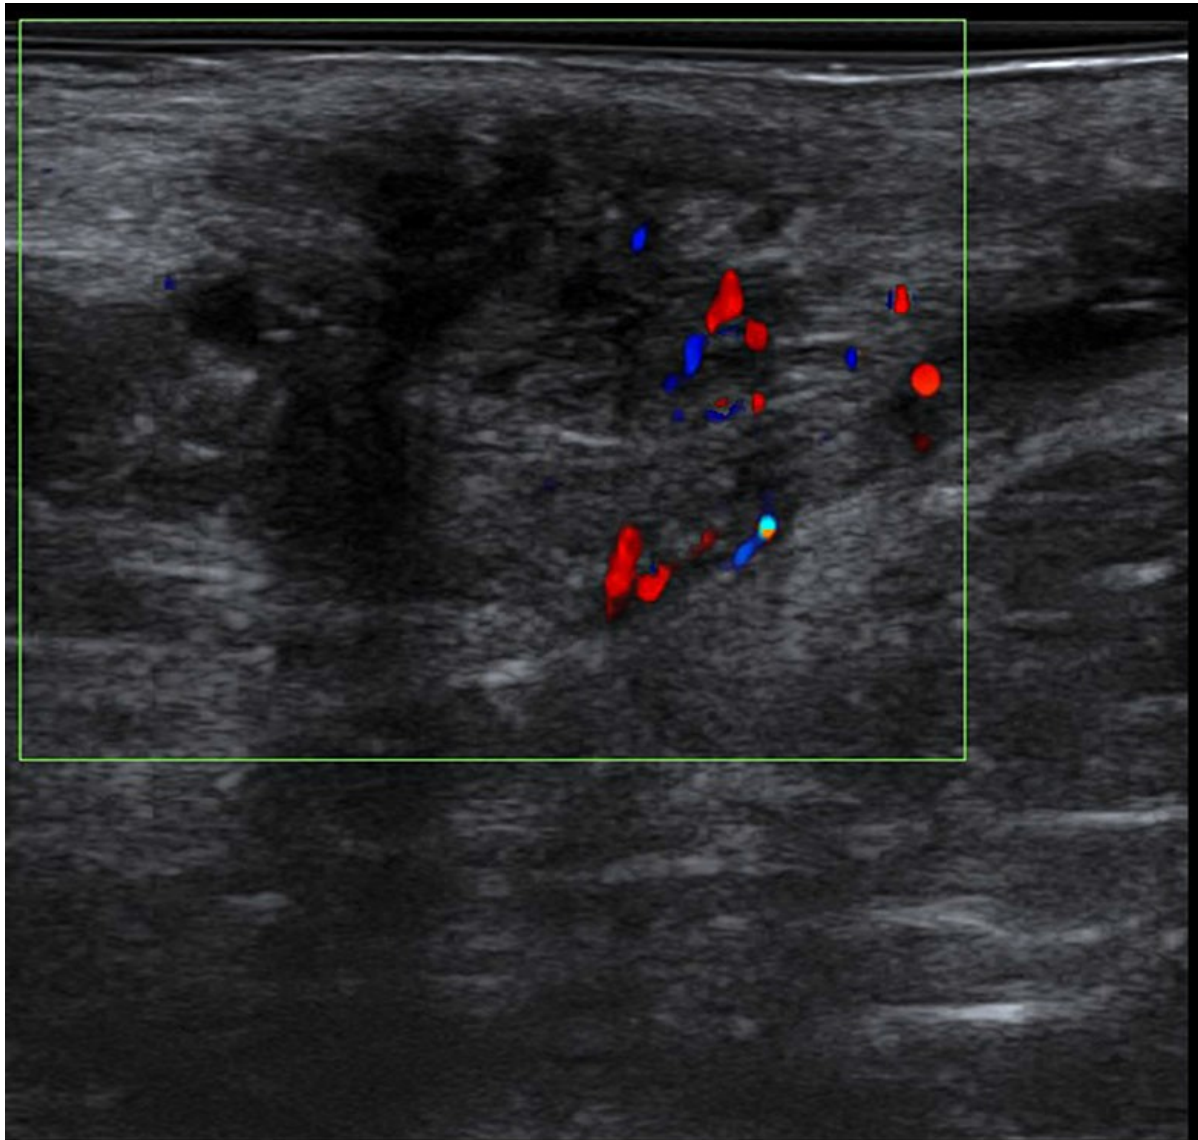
Echodoppler couleur d'une endométriose périnéale révélant un nodule sous-cutané avec des limites irrégulières et une densité complexe sous la cicatrice d'épisiotomie.
